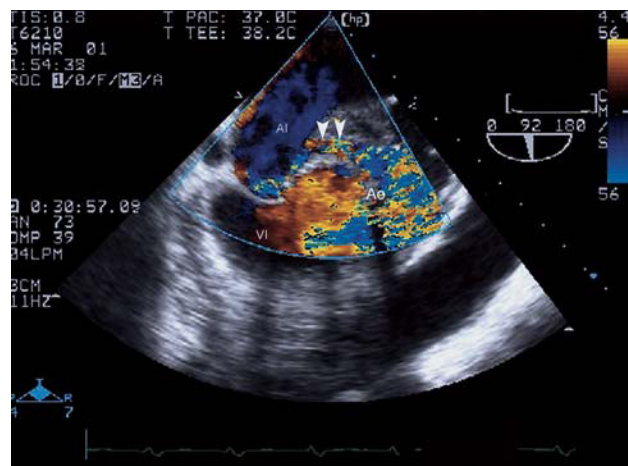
Ecocardiograma transesofágico en el mismo plano que en la figura 2 donde se observa, mediante Doppler color, la imagen correspondiente a la fistula que comunica el seno coronario con la aurícula izquierda (flecha). AI: aurícula izquierda; VI: ventrículo izquierdo.
